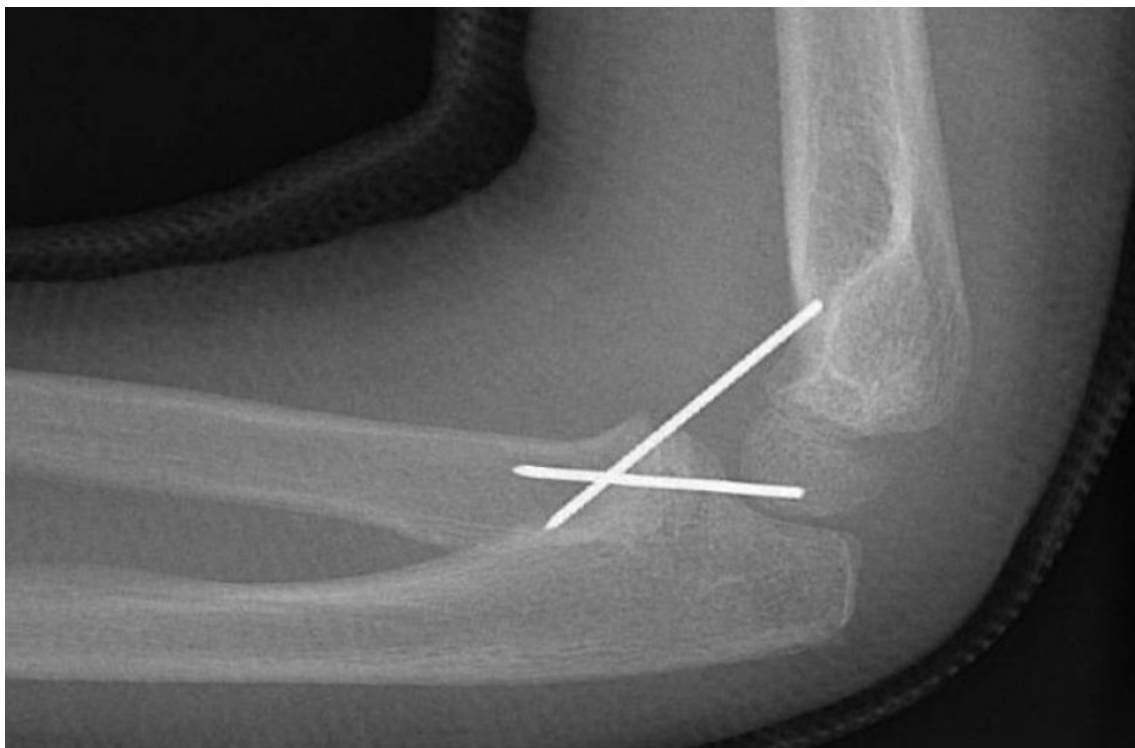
radiografia di un bambino di 7 anni, trattato con filo di Kirschner [1]
